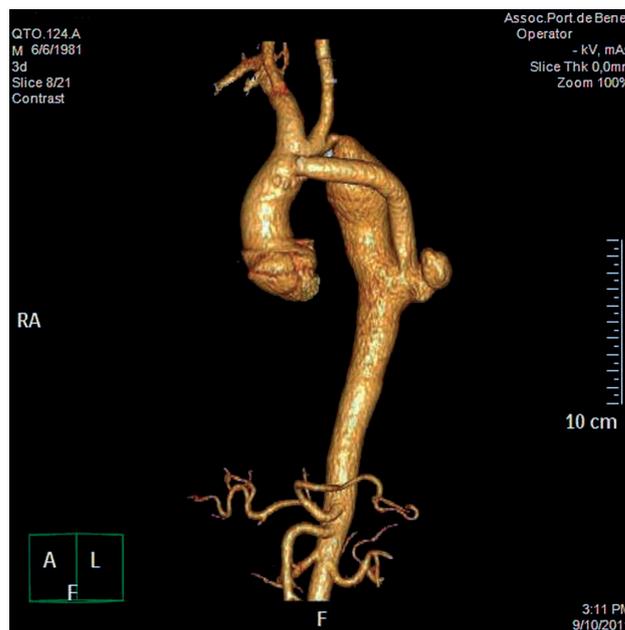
Angiotomografia pré-operatória demonstrando coarctação da aorta torácica e enxerto aorto-aórtico com pseudoaneurisma na anastomose distal
